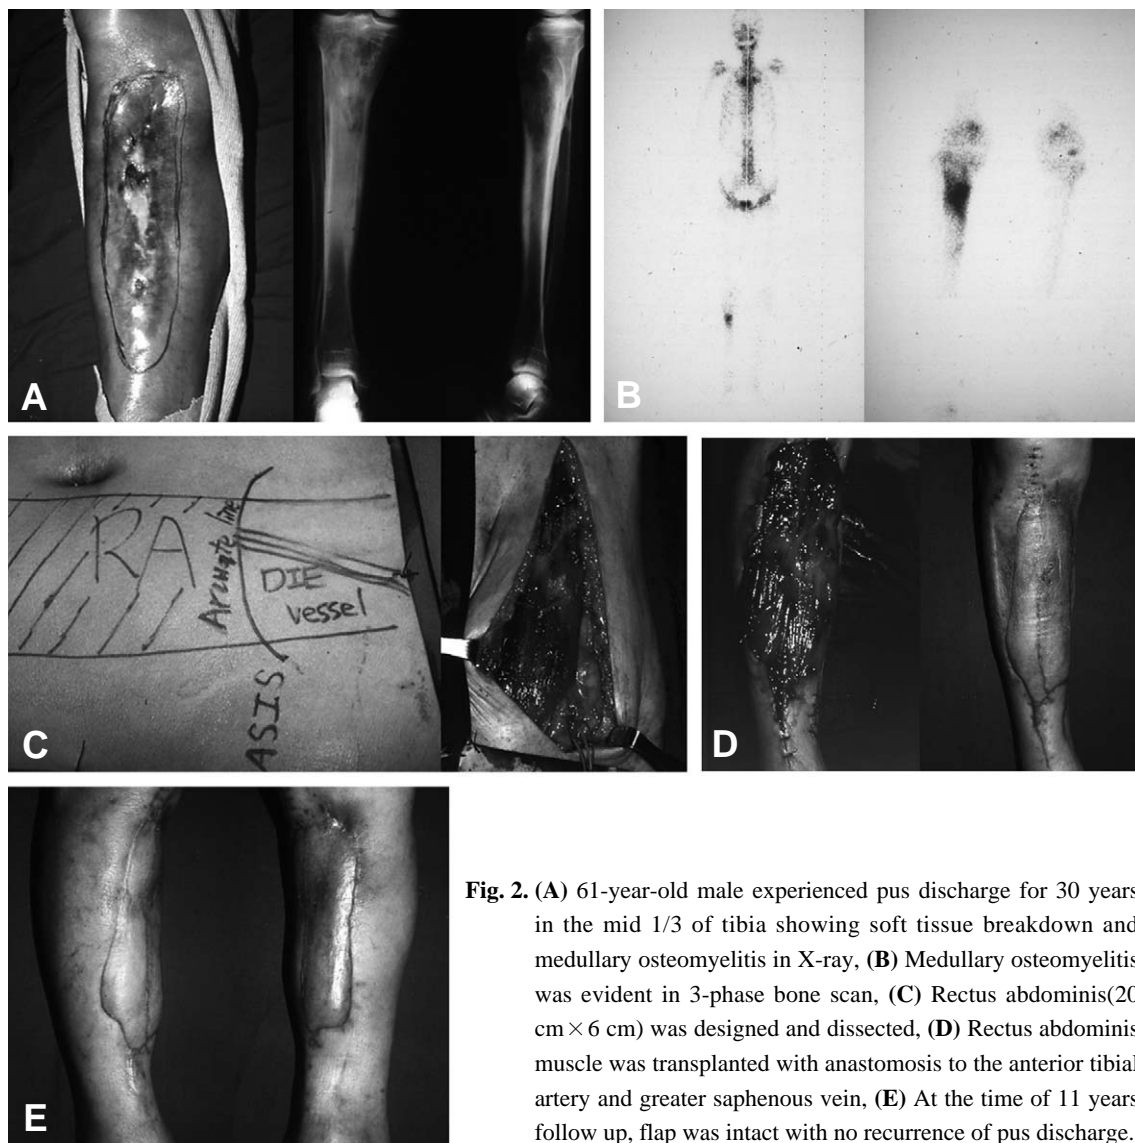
(A) 61-year-old male experienced pus discharge for 30 years in the mid 1/3 of tibia showing soft tissue breakdown and medullary osteomyelitis in X-ray, (B) Medullary osteomyelitis was evident in 3-phase bone scan, (C) Rectus abdominis(20 cm × 6 cm) was designed and dissected, (D) Rectus abdominis muscle was transplanted with anastomosis to the anterior tibial artery and greater saphenous vein, (E) At the time of 11 years follow up, flap was intact with no recurrence of pus discharge.
